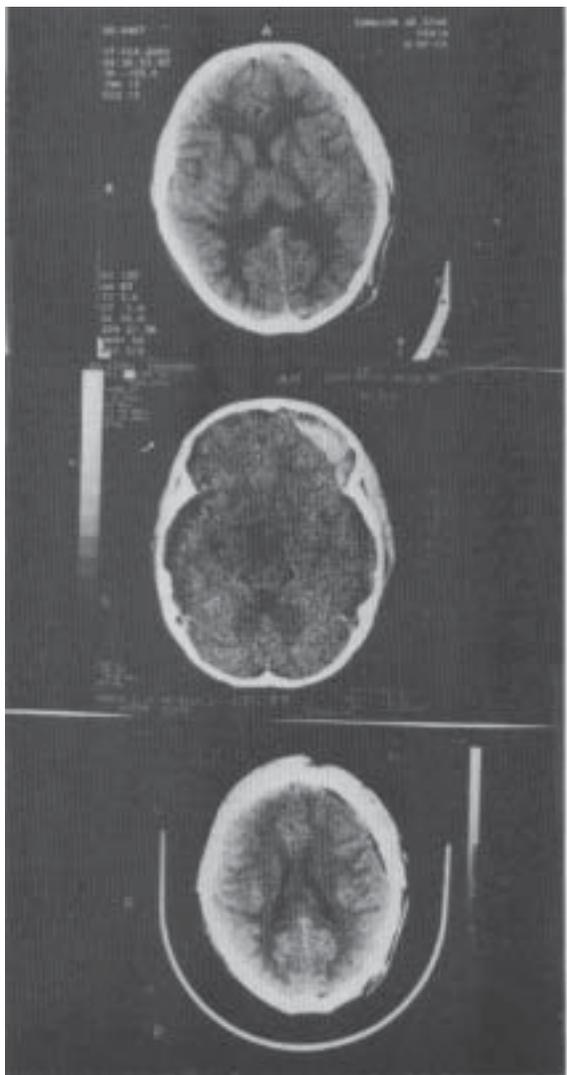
TAC de ingreso (Arriba) Postrauma con hematoma fronto parietal laminar izquierdo con efecto de masas, edema temporal izquierdo, contusión hemorrágica bifrontal (17-02-00).
